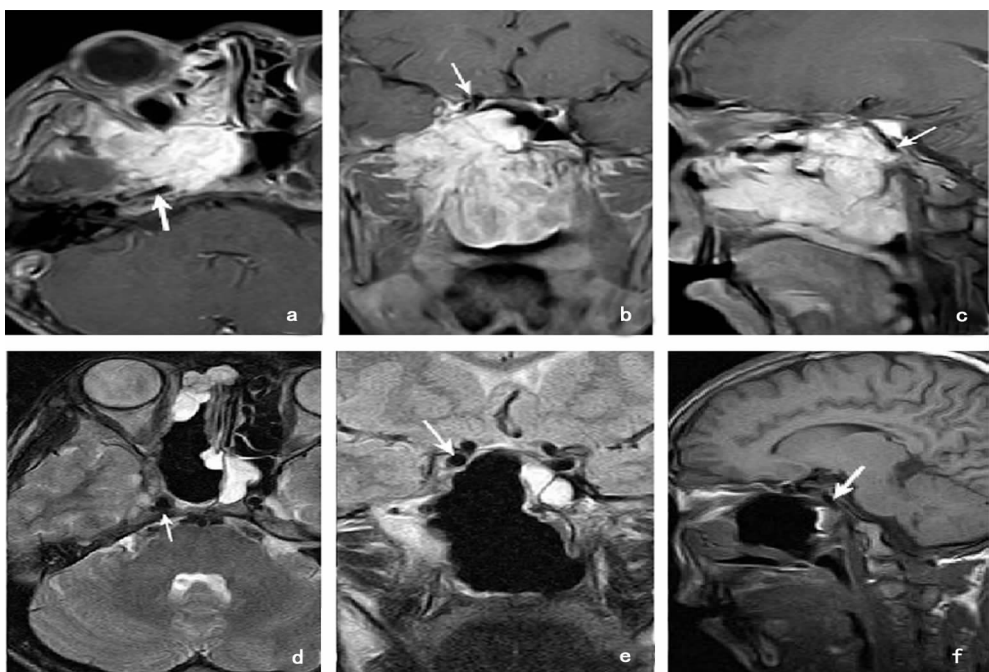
典型病例手术前后MRI检查 a~c:术前MRI,箭头所示为瘤体、术腔与颈内动脉、海绵窦的关系;d~f:术后复查未见瘤体残留
